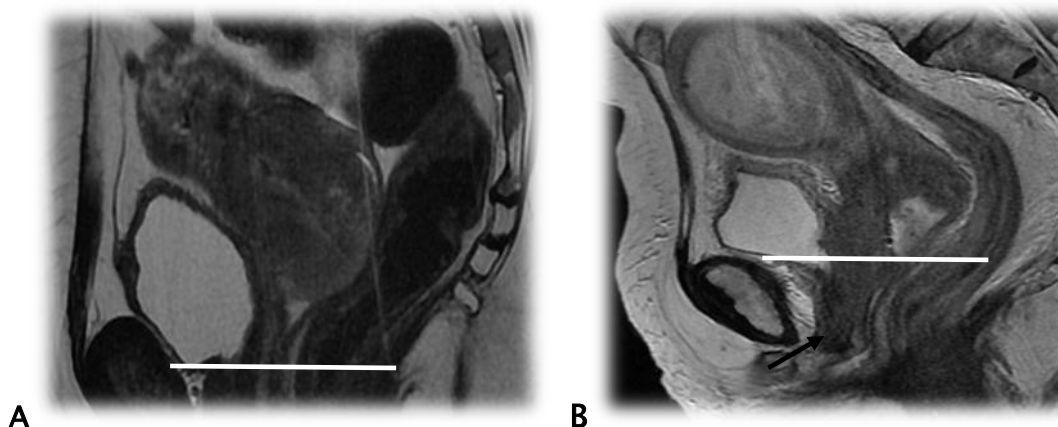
Extension vaginale. IRM en pondération T2 en coupes sagittales. A. Lésion tumorale du col utérin avec extension vaginale ne dépassant pas les 2/3 supérieurs, comme témoigne le non dépassement de la tumeur du plancher vésical (ligne blanche) ; B. Tumeur de 9,3 cm, extension paramétriale distale bilatérale, vésicale et vaginale dépassant les 2/3 supérieurs et arrivant jusqu'à hauteur de l'urètre (flèche).
